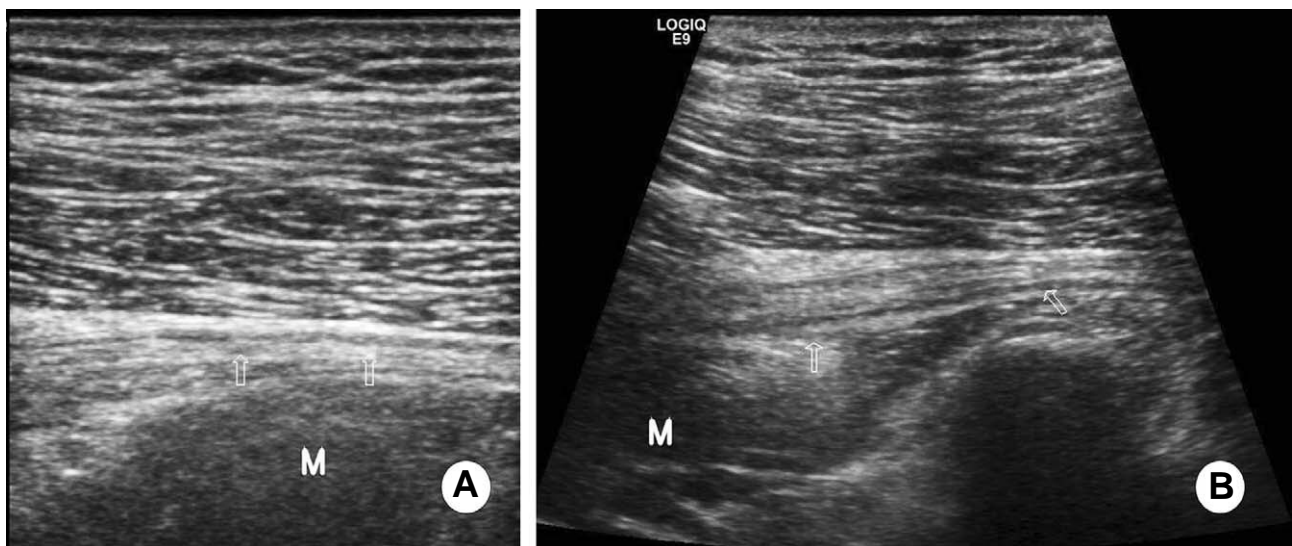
Preoperative musculoskeletal Ultrasonogram. (A) The sciatic nerve is visualized and the gap between the sciatic nerve and bony mass is identified in preoperative musculoskeletal sono with prone position. (B) The sciatic nerve is not visualized and gap is not identified in hip flexion position. Arrows indicates the sciatic nerve. Capital M indicates the hypoechoic bone mass lesion.
